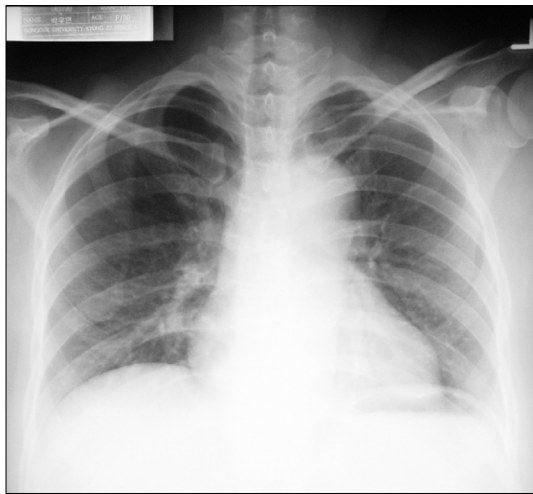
Chest X-ray showed normal findings except slightly prominent aortic knob.
